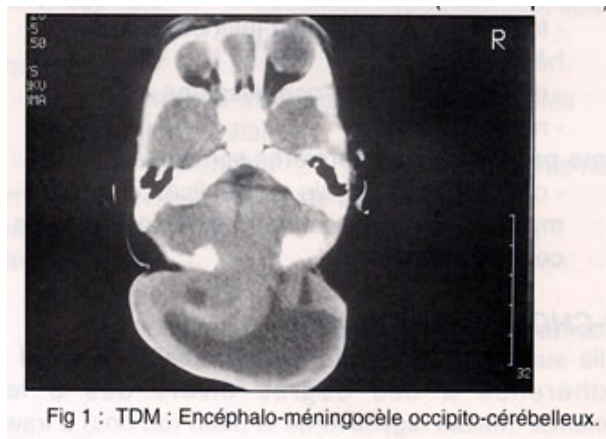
TDM : Encéphalo-méningocèle occipito-cérébelleux.
